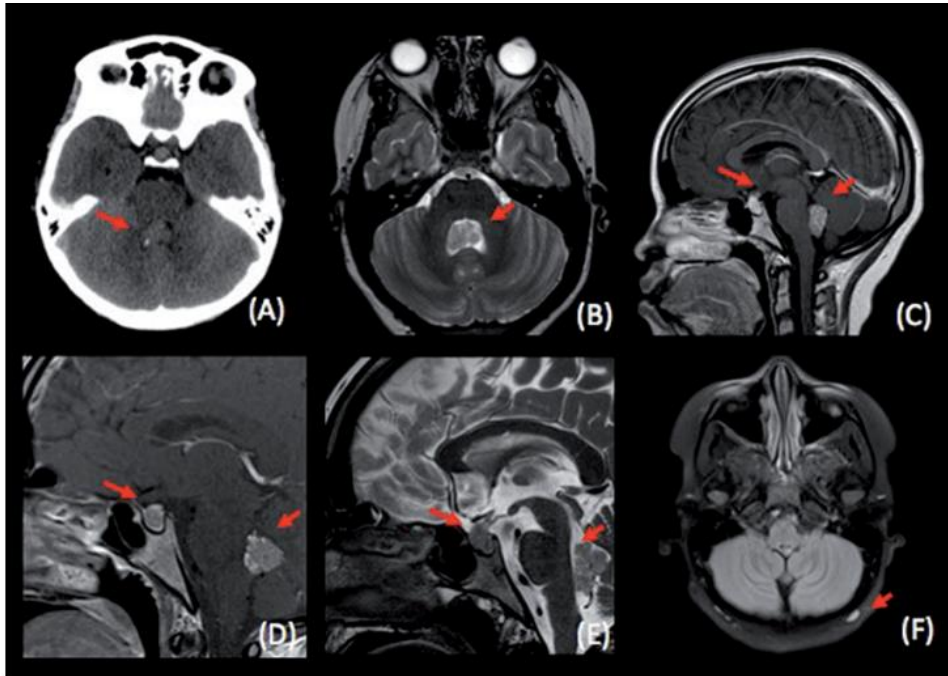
(A) TC que muestra proceso expansivo centrado en el cuarto ventrículo con una pequeña calcificación puntiforme. (B) y (E) RM de encéfalo y silla turca en secuencias T2-WI axial y sagital respectivamente, muestran proceso expansivo de alta señal centrado en el cuarto ventrículo. T1Gd-WI sagital de encéfalo y silla turca (C) y (D) respectivamente, muestran realce homogéneo del proceso expansivo intraventricular y discreto engrosamiento e impregnación del tallo hipofisario y de la hipófisis. (E) Aumento de volumen hipofisario en estudio dirigido a silla turca. (F) T2-FLAIR axial evidencia lesión nodular cervical posterior, sugerente de adenopatía.
